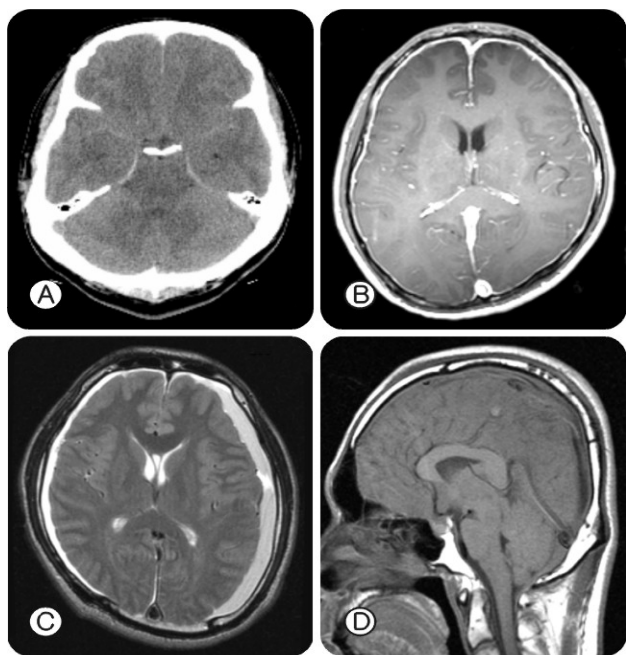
Typical CT and MRI findings in patient with spontaneous intracranial hypotension. A. Brain CT shows obliteration of cisternal spaces and increased attenuation of tentorium and falx resembling subarachnoid hemorrhage (Pseudo-SAH). B. Gadolinium enhanced T1-weighted axial view MRI shows diffuse pachymeningeal enhancement. C. T2-weighted axial MR image shows bilateral subdural fluid collection and hematoma. D. T1-weighted sagittal MR image shows descent of cerebellar tonsil.
